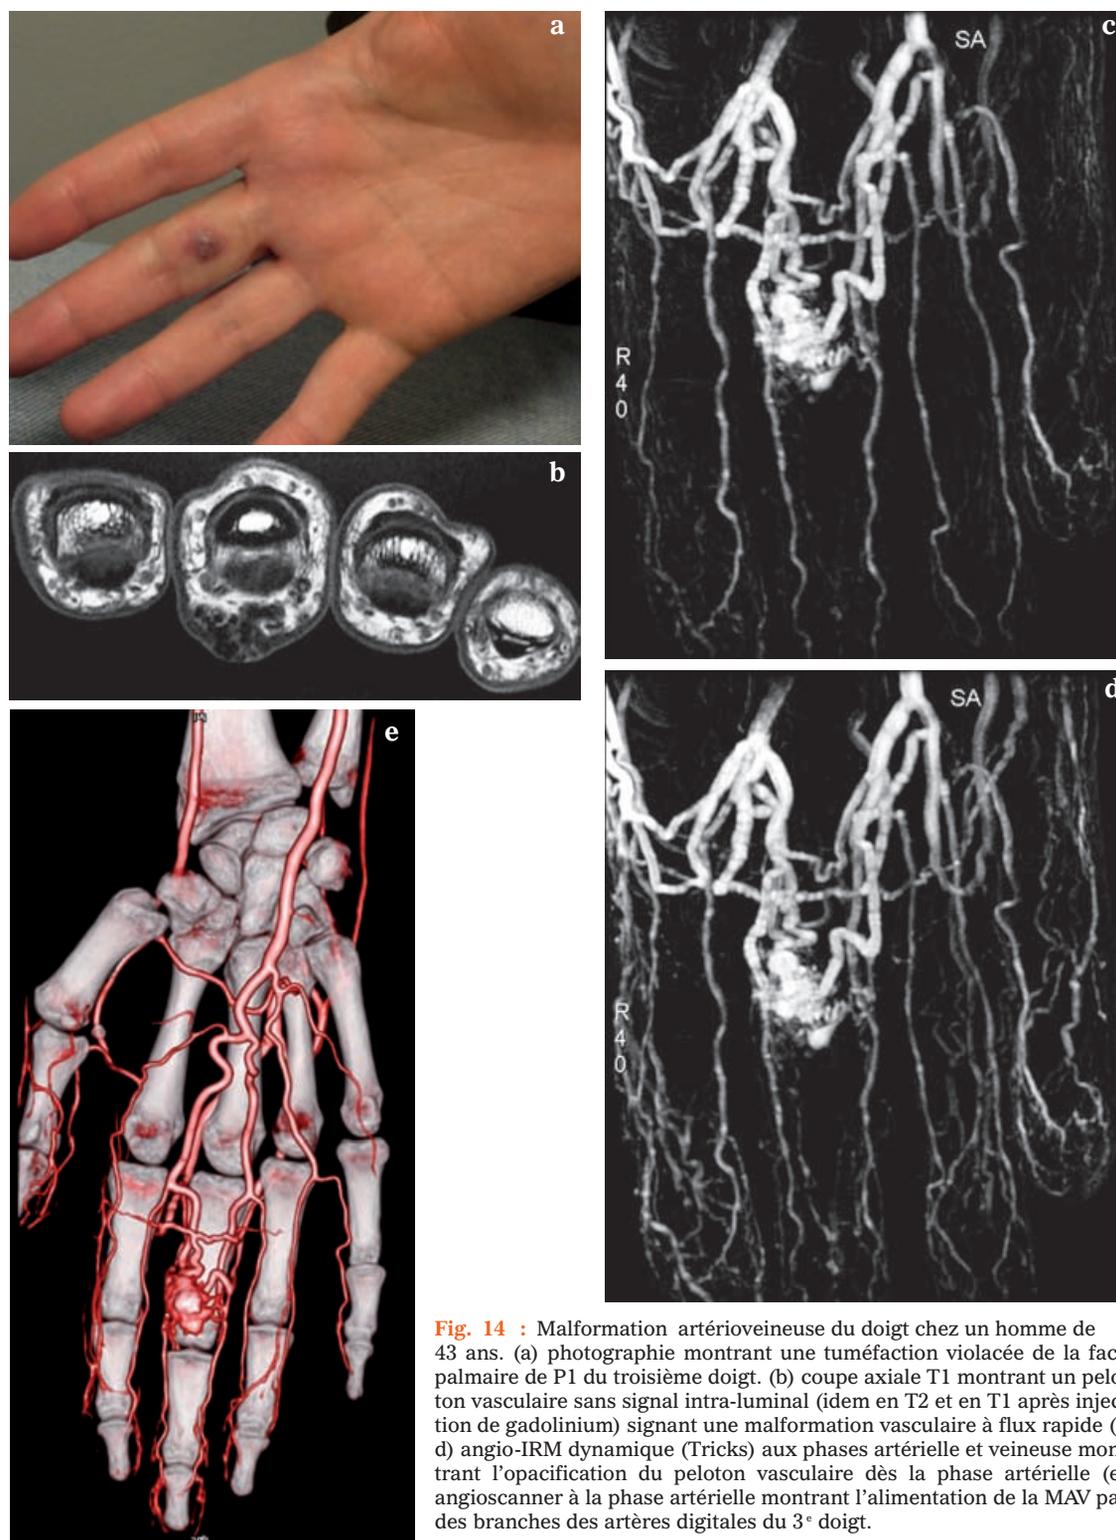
Malformation artérioveineuse du doigt chez un homme de 43 ans. (a) photographie montrant une tuméfaction violacée de la face palmaire de P1 du troisième doigt. (b) coupe axiale T1 montrant un peloton vasculaire sans signal intra-luminal (idem en T2 et en T1 après injection de gadolinium) signant une malformation vasculaire à flux rapide (c, d) angio-IRM dynamique (Tricks) aux phases artérielle et veineuse montrant l'opacification du peloton vasculaire dès la phase artérielle (e) angioscanner à la phase artérielle montrant l'alimentation de la MAV par des branches des artères digitales du 3^e doigt.
